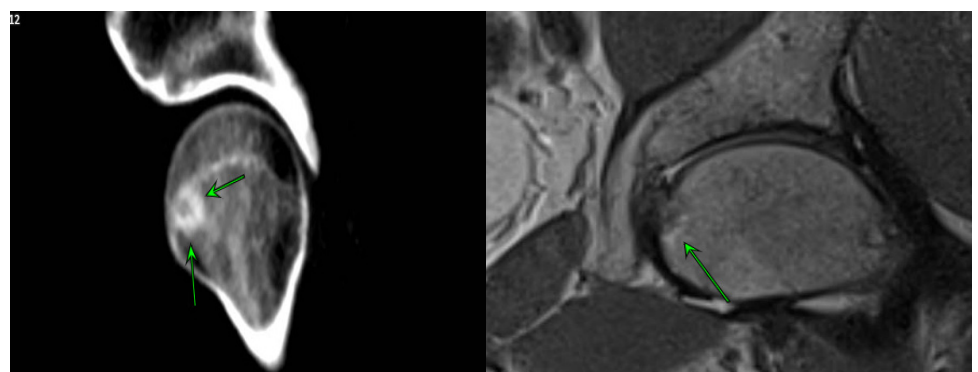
Në imazhet e MRI, tek një pacient 24 vjeçar, në pjesën inferomediale të kokës së femurit të majtë vërehet lezion oval kortikal me dimensione deri 5 mm dhe sklerozë perifokale me pamje imazharike për OO.
